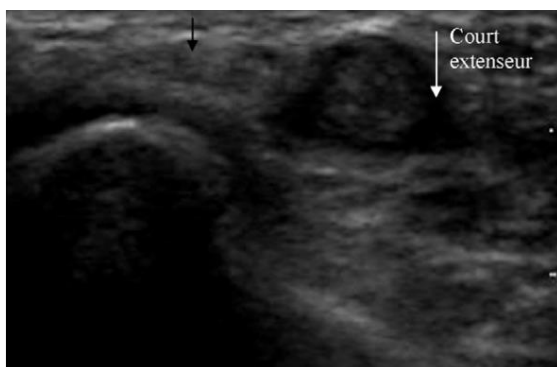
Visualisation échographique de l'augmentation de volume du tendon CEP (flèche blanche). Aspect normal du tendon LAP (flèche noire) [5].
